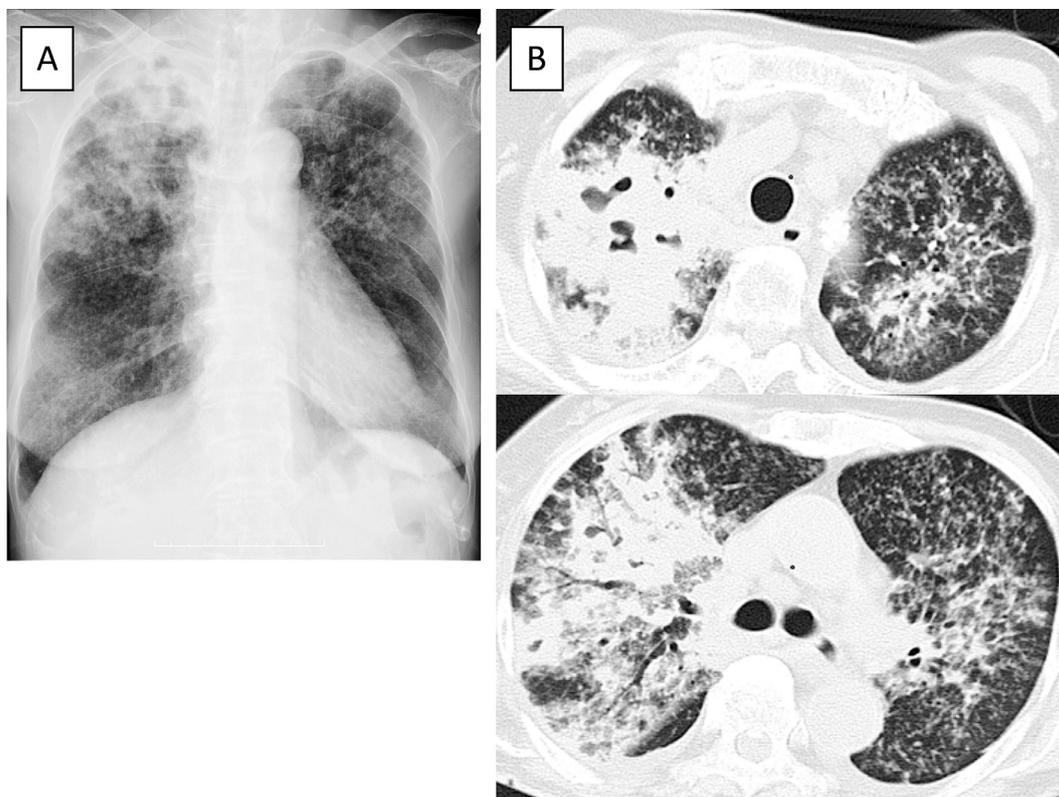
Chest X-ray (A) and CT scan (B) on admission are shown. There were cavities in the right upper lobe with infiltration and random granular shadow surrounding the cavity.
